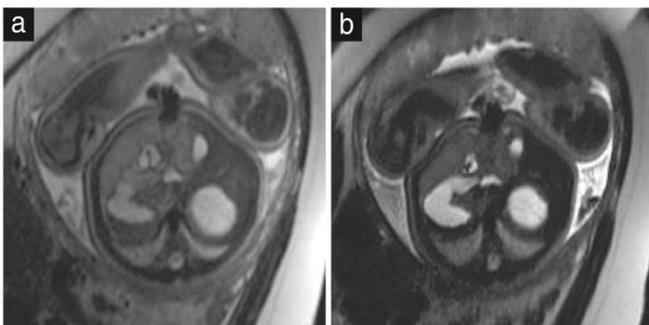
Imágenes axiales de resonancia magnética potenciada en T2 a nivel de estómago, hígado y vesícula biliar en un feto de 39+4 semanas, con tiempo de eco de 80 ms (a) y 140 ms (b). La haustración de intestinos llenos de meconio sólo se puede observar en (a).
